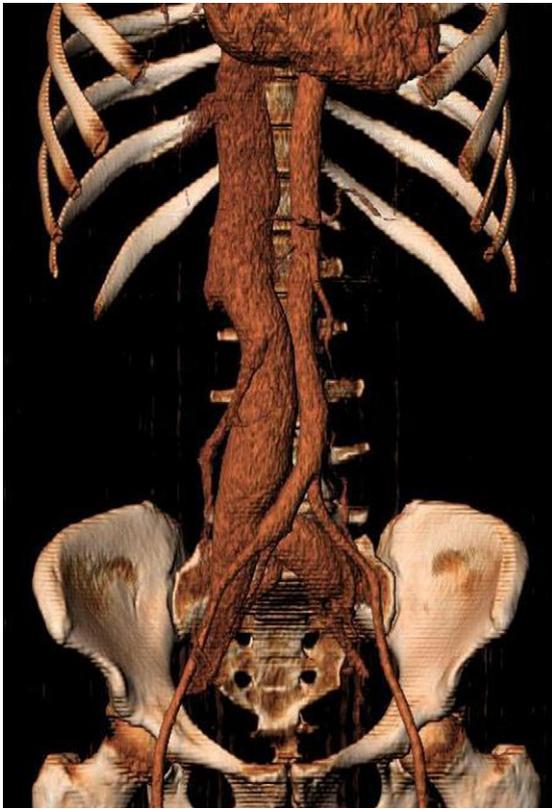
Angio-TC donde se observa la fístula arteriovenosa entre la arteria iliaca derecha y el confluente iliaco, con dilatación de la arteria iliaca derecha y la vena cava en toda su extensión y cardiomegalia.
